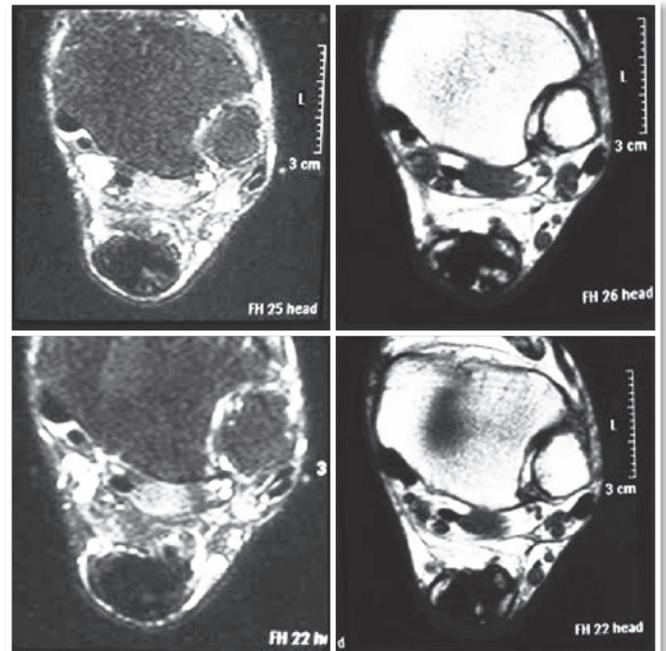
Ressonância magnética do tornozelo com cortes axiais – T1 à esquerda e T2 à direita.
